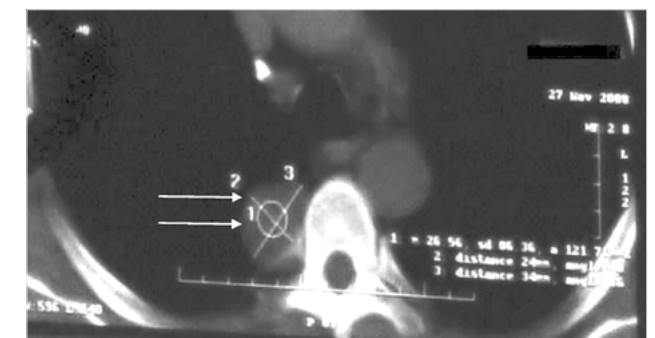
Компьютерная томограмма органов грудной клетки. Аксиальный срез на уровне Th6. В реберно-позвоночном углу справа определяется дополнительное мягкотканное образование (плотностью до +27 НУ), с четкими выпуклыми контурами, широко прилежащее к позвоночнику (стрелки)
